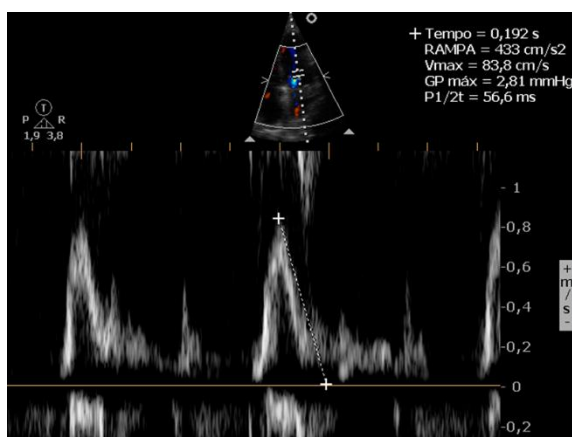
Ecocardiograma Doppler – Variação do fluxo transmitral, com aumento da velocidade da onda E mitral (83,8 cm/s).
